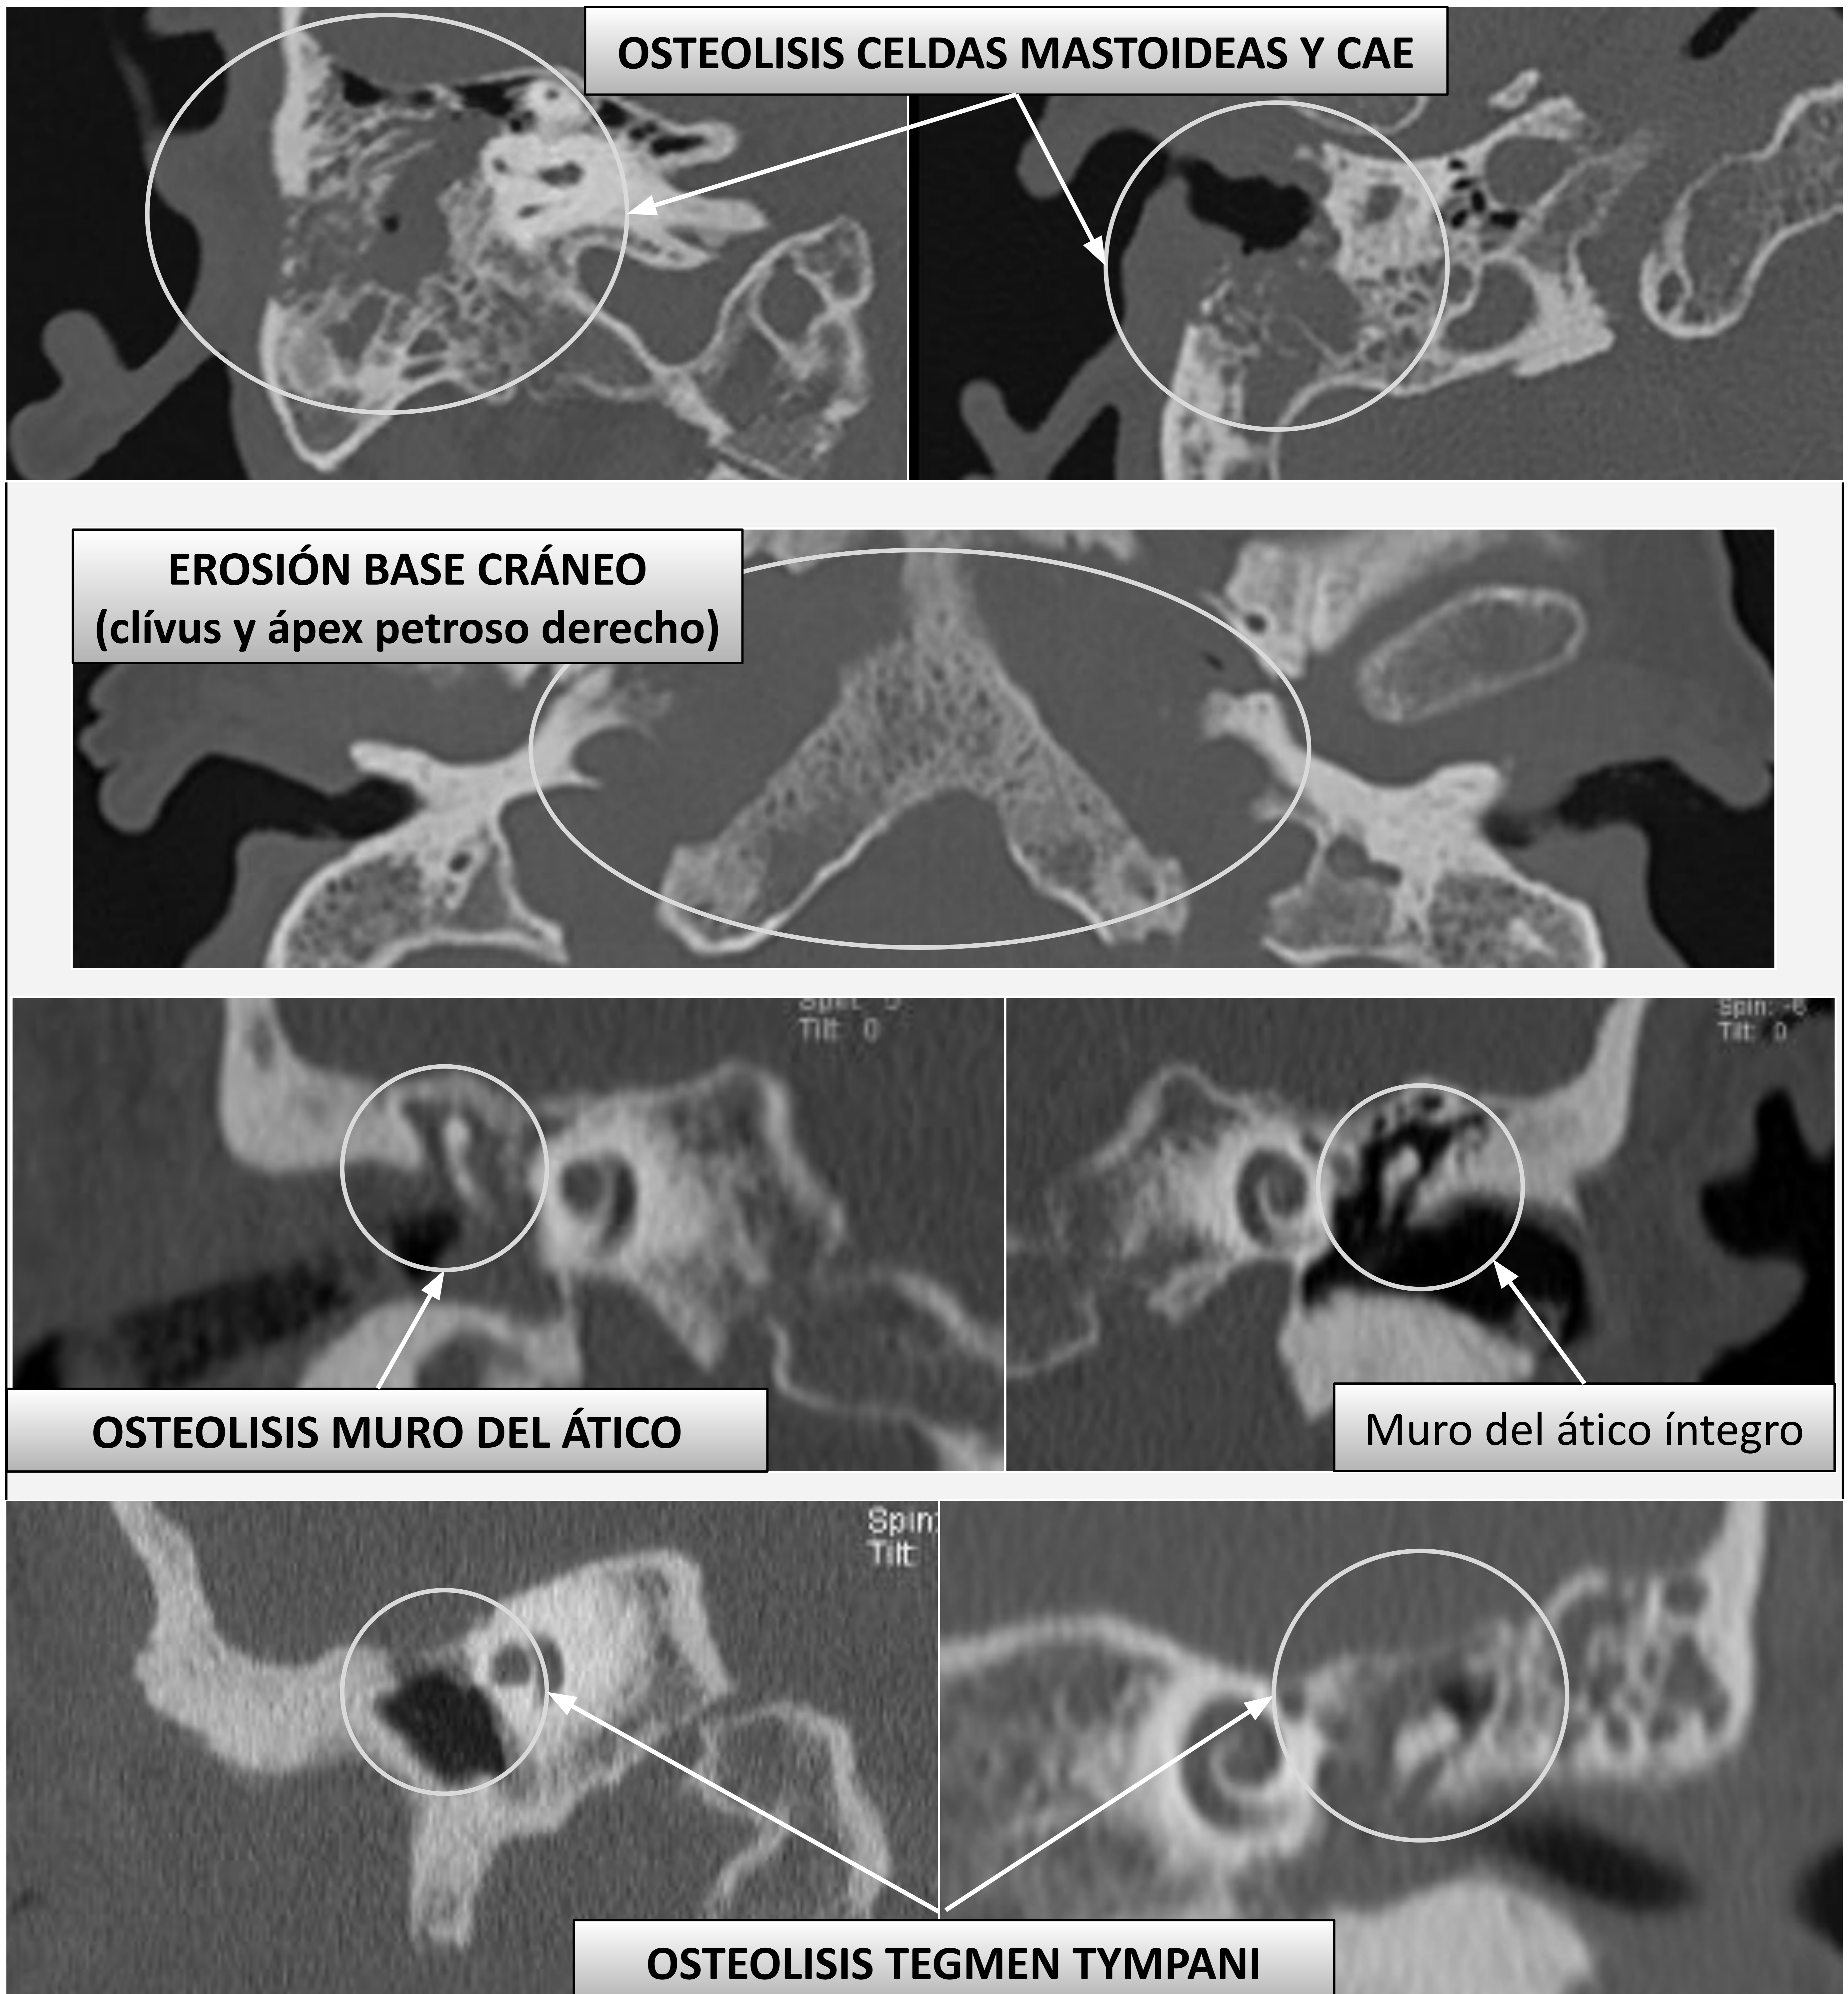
Imágenes de osteolisis en TC.
